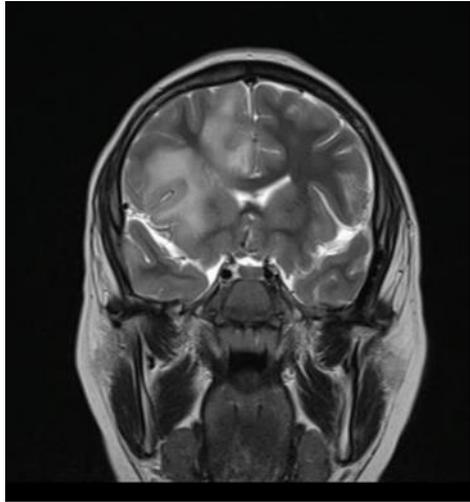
Resonancia cerebral
